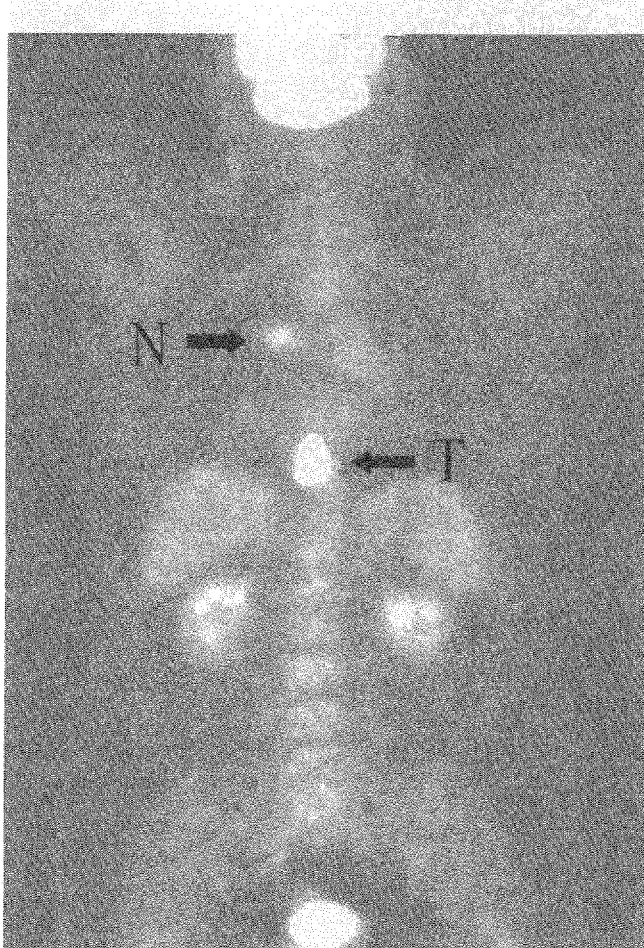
Examen PET-CT ce evidențiază hipercaptare metabolică a unei tumori esofagiene distale precum și a unei adenopatii metastatice.
